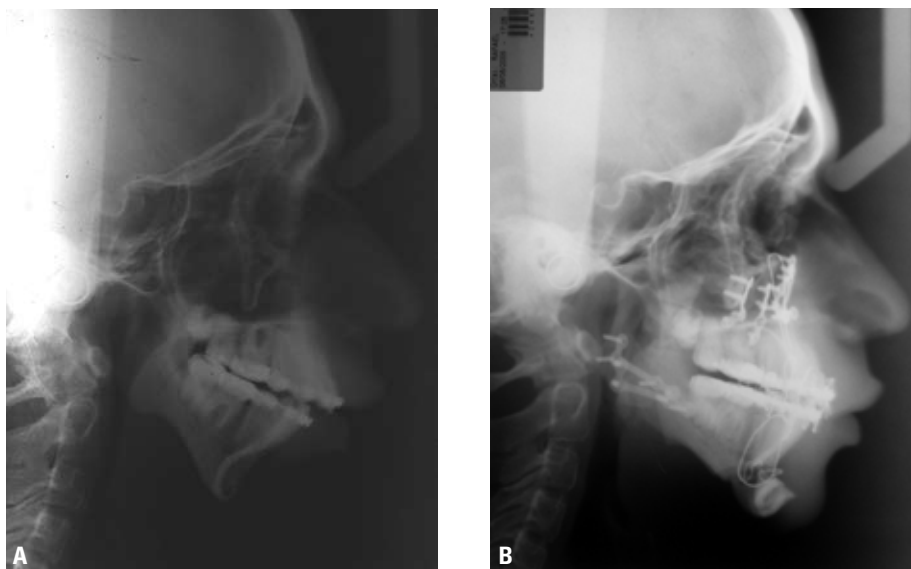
A) Telerradiografia pré-operatória de perfil e B) Telerradiografia de perfil pós-operatória.
